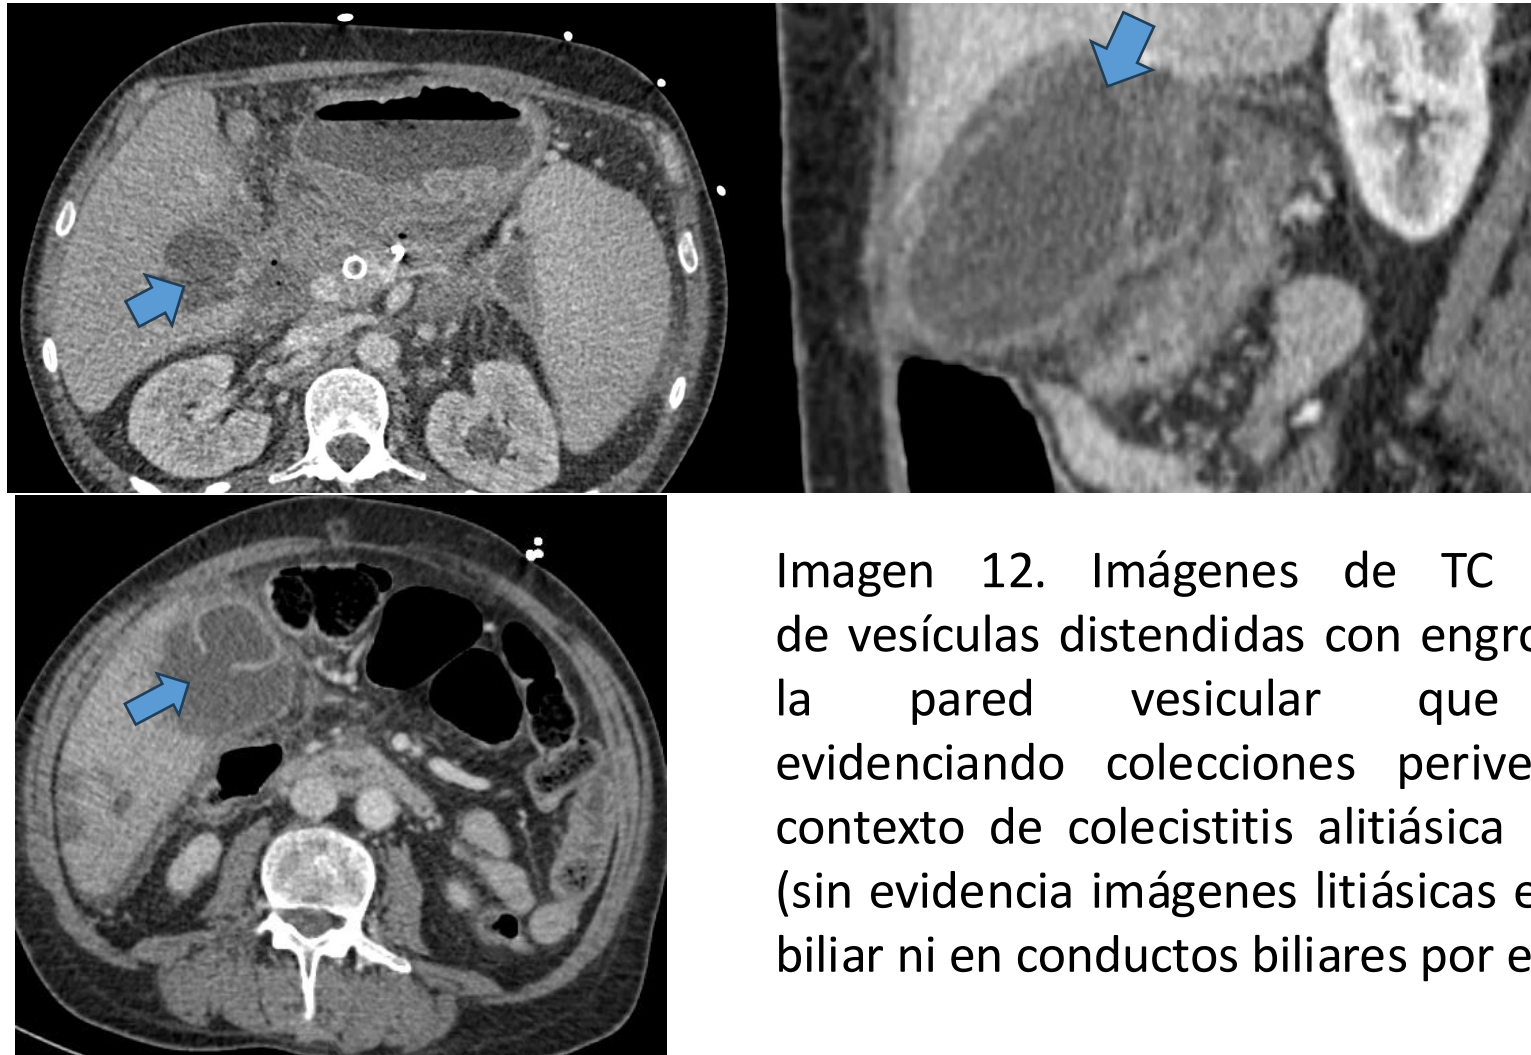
Imágenes de TC que muestran ejemplos de vesículas distendidas con engrosamiento y alteración de la pared vesicular que sugiere perforación, evidenciando colecciones perivesiculares adyacentes, en contexto de colecistitis alitiásica como complicación de PS (sin evidencia imágenes litiásicas en el interior de la vesícula biliar ni en conductos biliares por ecografía –no mostrada-).
